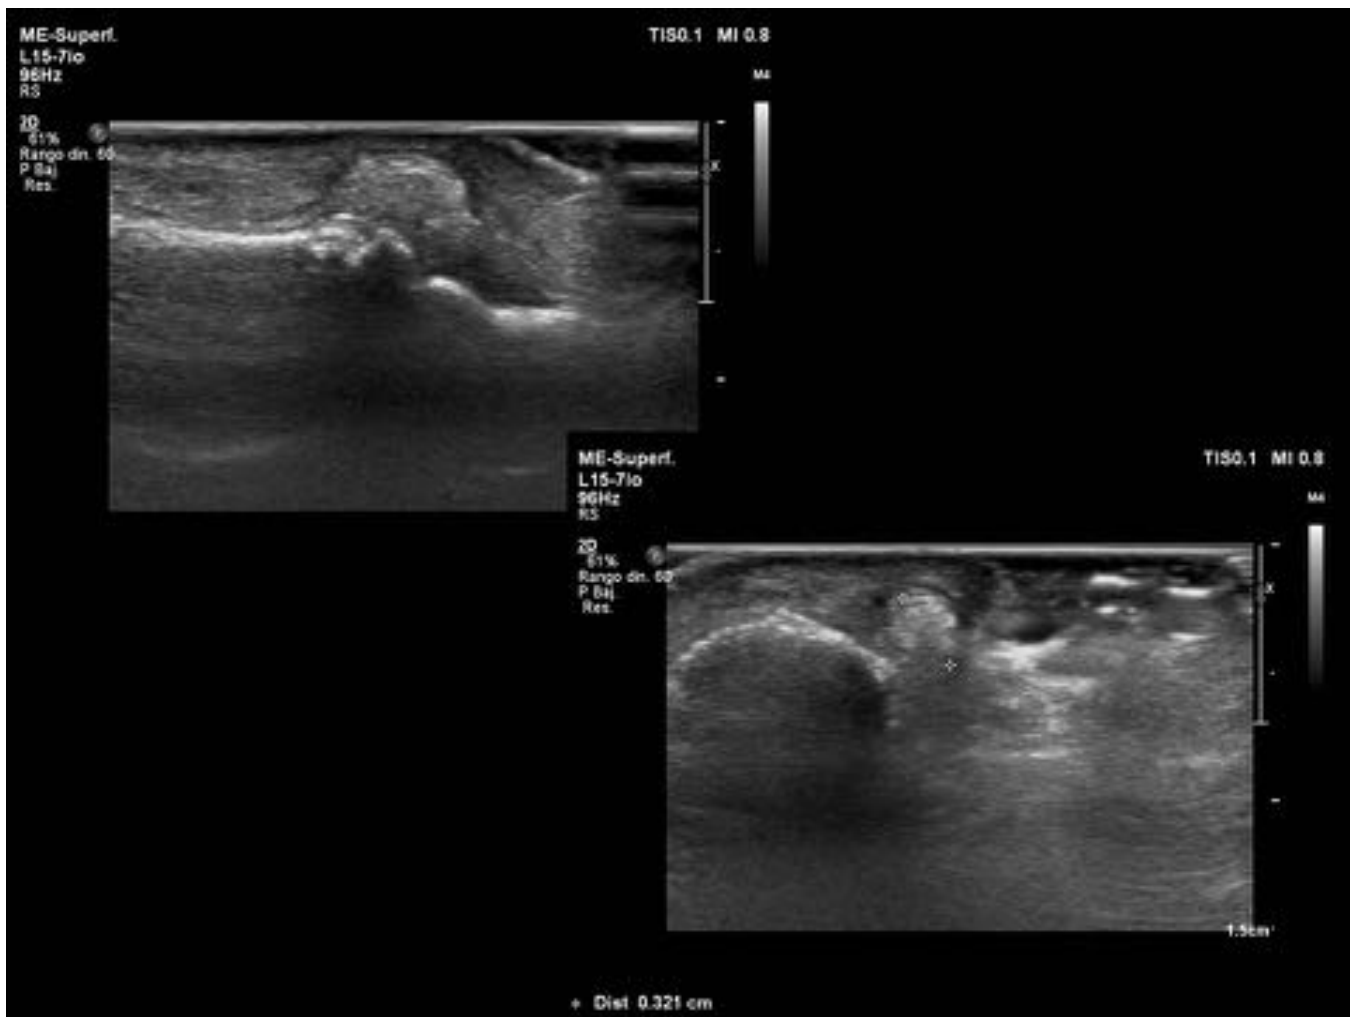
Mujer de 56 años a la que se realiza ecografía del segundo dedo de la mano izquierda por sospecha de ganglión bajo nódulo palpable en articulación interfalángica proximal, donde se identifican cambios degenerativos, con disminución de espacio articular y osteofitos marginales, con una lesión nodular hiperecogénica en el aspecto dorsal compatible con cuerpo de condromatosis sinovial secundaria.
